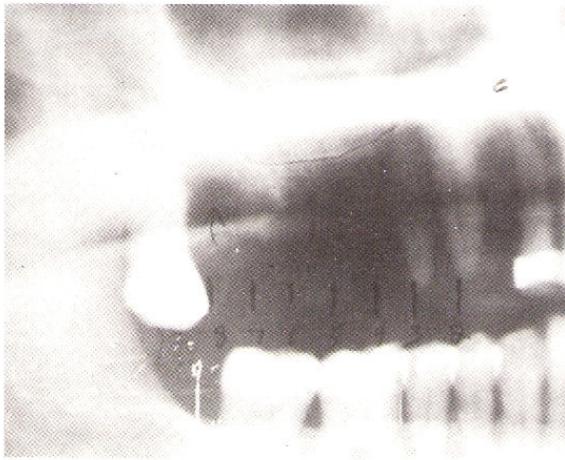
Conventional x-ray, showing inadequate bone.
